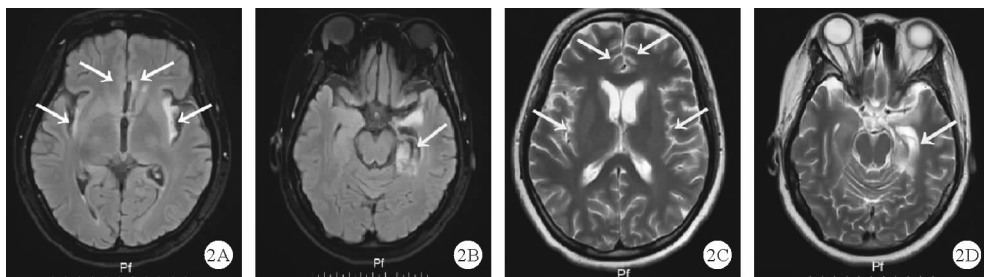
患者2018年10月21日头颅MRI检查结果(A:FLAIR提示双侧额叶、颞叶及岛叶额叶见斑点状、斑片状高信号病灶,左侧岛叶部分萎缩;B:FLAIR提示左侧海马斑片状高信号,海马部分萎缩;C:T2WI提示双侧额叶、颞叶及岛叶额叶见斑点状、斑片状高信号病灶,左侧岛叶部分萎缩;D:T2WI提示左侧海马斑片状高信号,海马部分萎缩;如箭头所示)
